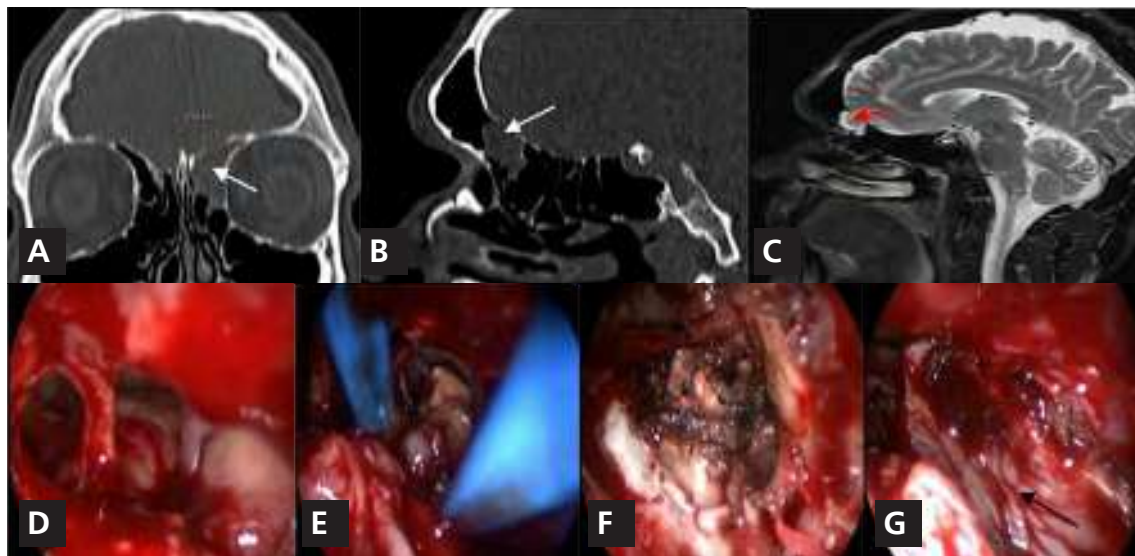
Meningoencefalocelo del seno frontal izquierdo. A y B: tomografía computarizada corte coronal y perfil, donde se observa un defecto óseo con protrusión de tejido cerebral (flechas). C: RM donde se ve el meningoencefalocelo en el seno frontal (flecha). D: exposición del meningoencefalocelo mediante un abordaje endonasal con endoscopio extendido al seno frontal (Draf-III). E: reducción del meningoencefalocelo con pinza bipolar. F: visión del defecto para reparar, G: reconstrucción multicapa con colgajo nasoseptal (flecha).
